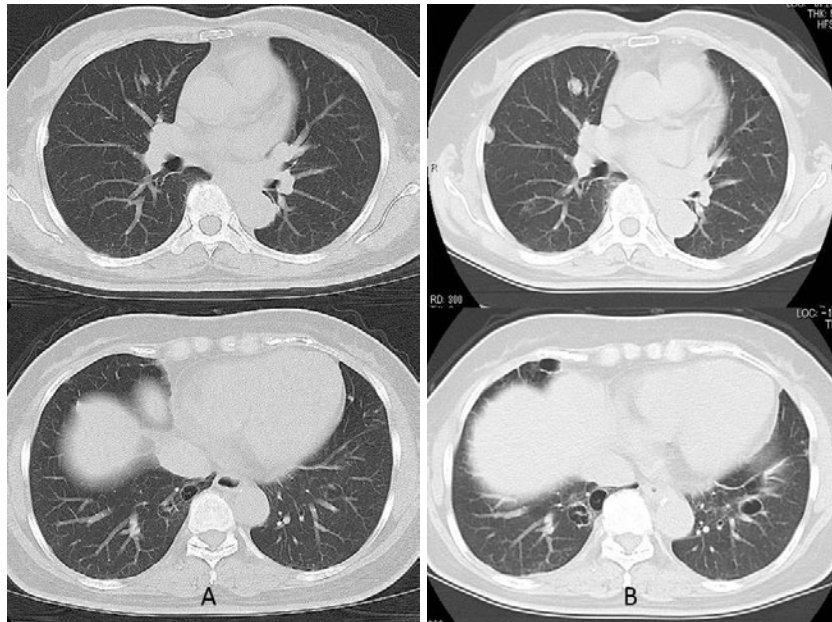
胸部単純 CT 所見. (A) 20XX 年, 他院初診時. (B) 20XX+4 年, 当院初診時. 20XX 年から両肺野に多発する結節影と嚢胞を認めた. 4 年間の経過観察中にいずれの陰影も増大が確認された.
